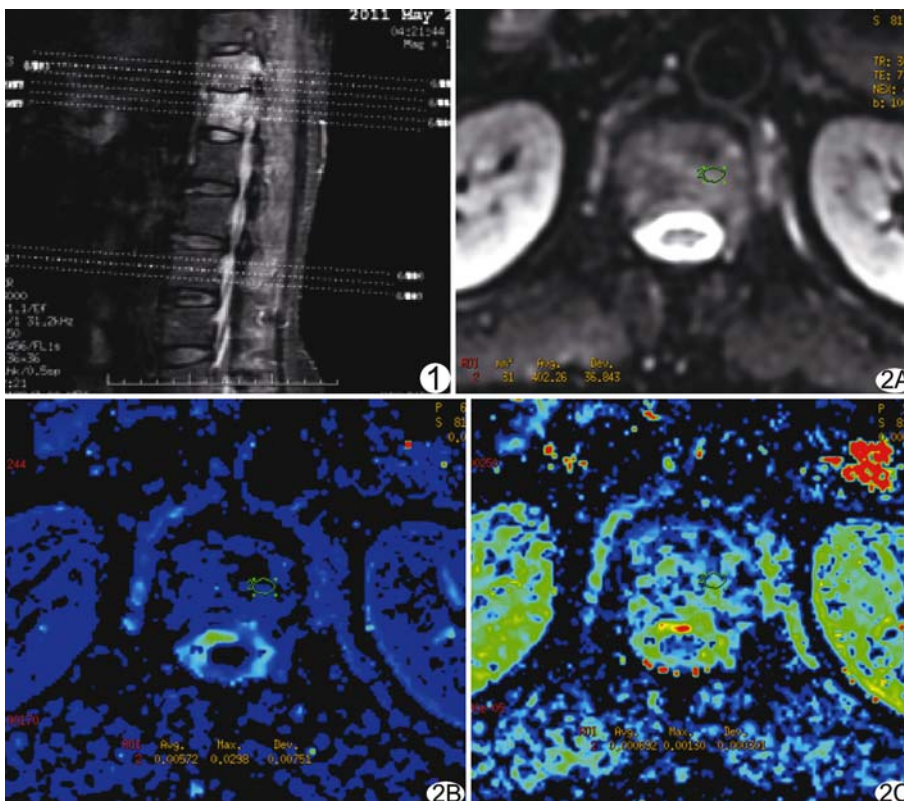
轴位 DWI 椎体定位像 图 2 患者女,51 岁, L1 结核 A. 将 ROI 置于病灶最大层面, 避开脑脊液、病灶坏死区及血管; B、C. 利用 MADC 软件分别测量 Fast ADC 及 Slow ADC, 分别为 5.72×10^{-3} 和 0.69×10^{-3} mm²/s
